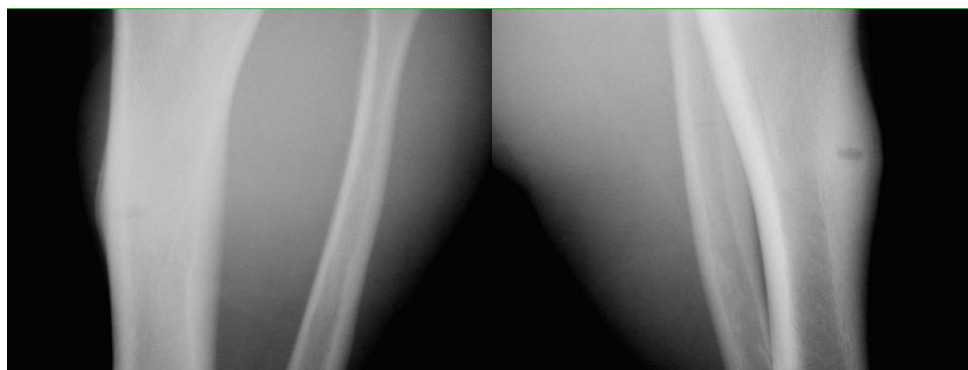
Radiografia e ekstremiteteve të poshtme demonstroi një osteomë osteoide të tibia. Vihet në nidusi radiolucent shoqëruar me trashje kortikale
